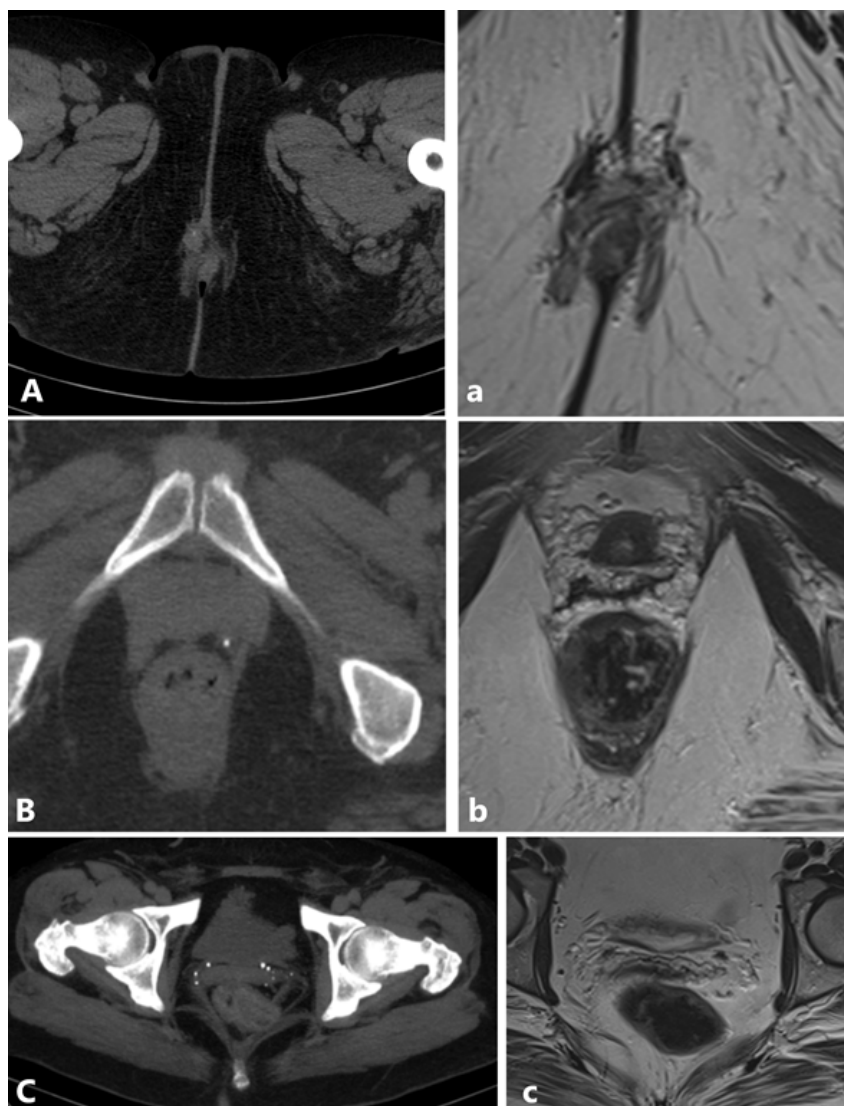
Comparación entre tomografía simple de pelvis y periné (A, B y C) y resonancia magnética de coxis (a, b y c).
